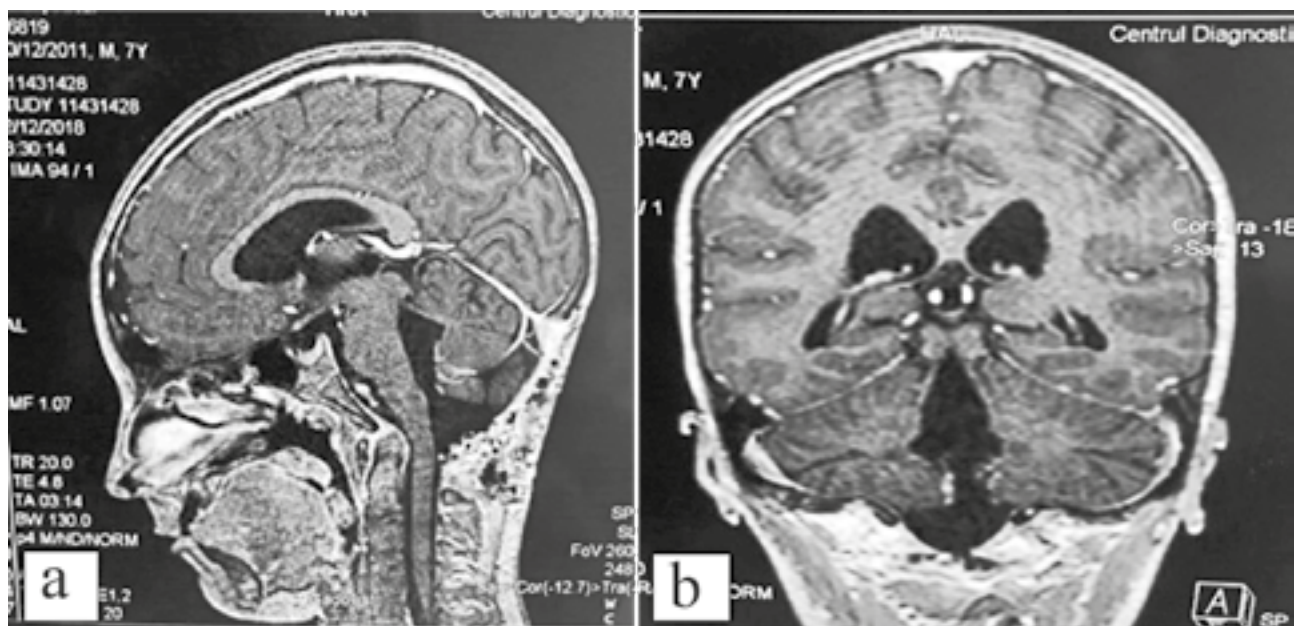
(a, b). IRM cu substanță de contrast – 3 luni postoperator.
